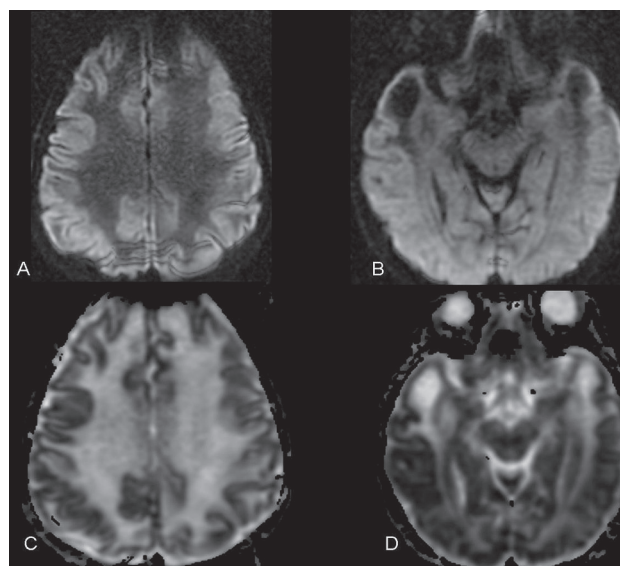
A y B secuencias de Difusión (DWI), sin restricción, con disminución de señal en la sustancia blanca y en lesiones quísticas de los polos temporales. C y D Aumento en los valores del coeficiente de difusión aparente (ADC).
